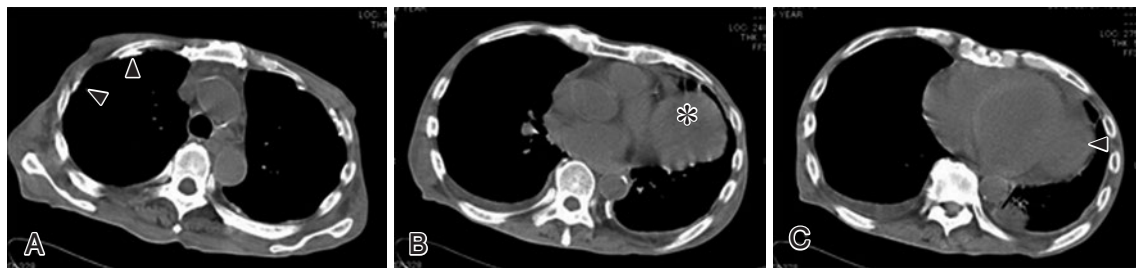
胸部CT像。(A) 胸膜プラーク (矢頭)。(B) 直径約7 cmの腫瘍像 (*). (C) 胸膜肥厚, 心膜肥厚 (矢頭) および心嚢液貯留が認められる。
